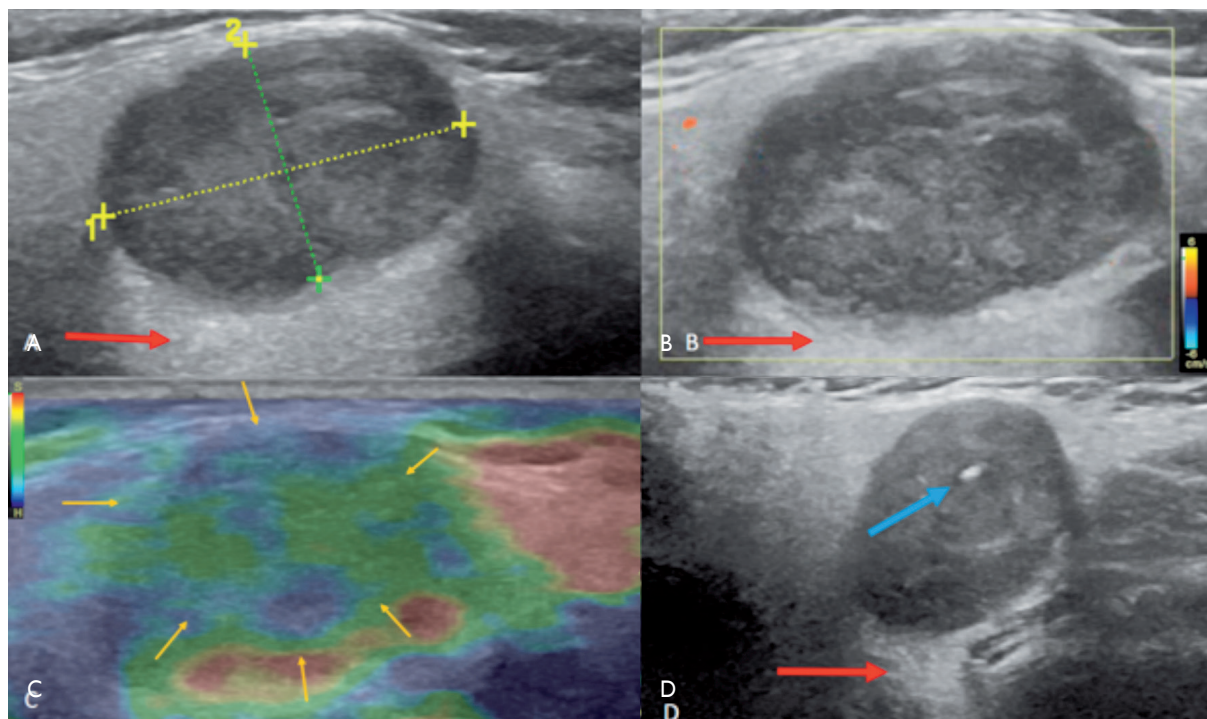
Mujer de 21 años con nódulo parotídeo. A) Nódulo parotídeo ovoide, de márgenes definidos y refuerzo acústico posterior (flecha roja). B) Doppler color: no muestra flujo vascular representativo. C) Estudio elastográfico: zonas de mediana rigidez. D) Punción aspiración con aguja fina ecoguiada: punta de la aguja (flecha celeste). El diagnóstico final fue adenoma pleomorfo.
